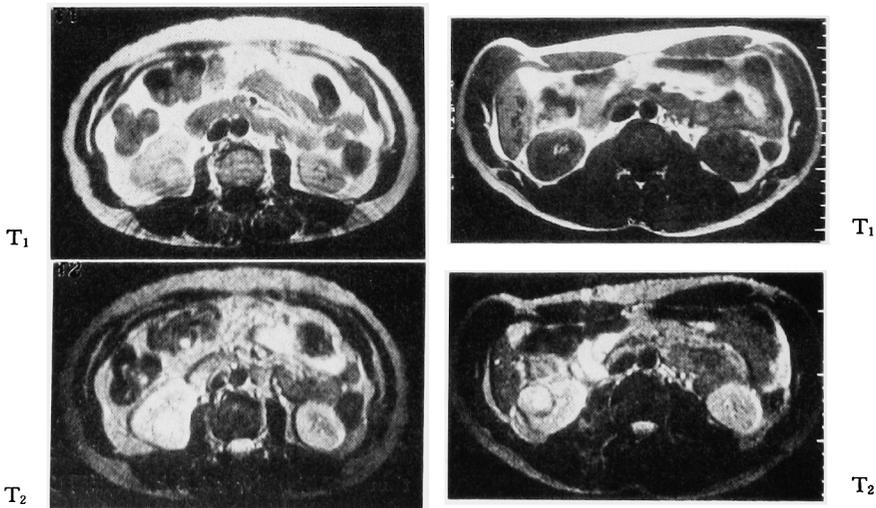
MRI T₁ and T₂ of incidental RCC. T₂ showed clearer pseudocapsule than T₁.
